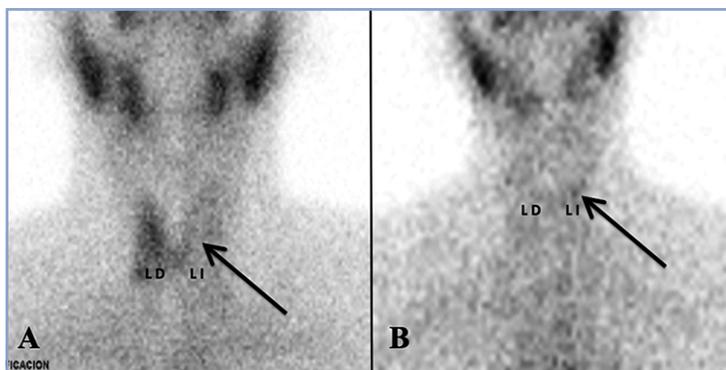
A) Cintigrama tiroideo con TC^{99m} en proyección anterior muestra ausencia de captación en el lóbulo tiroideo izquierdo (LI) (flecha negra); B) Cintigrama tiroideo con TC^{99m} en proyección anterior muestra ausencia de captación en ambos lóbulos tiroideos (LD; LI) (flecha negra).
